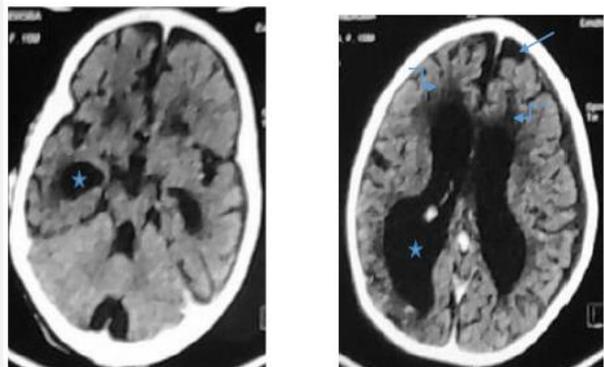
TDM cérébrale sans injection (coupe axiale) : Élargissement des cavités ventriculaires (★) et des espaces sous-arachnoïdiens (→). Hypodensité de la substance blanche périventriculaire (↙).
